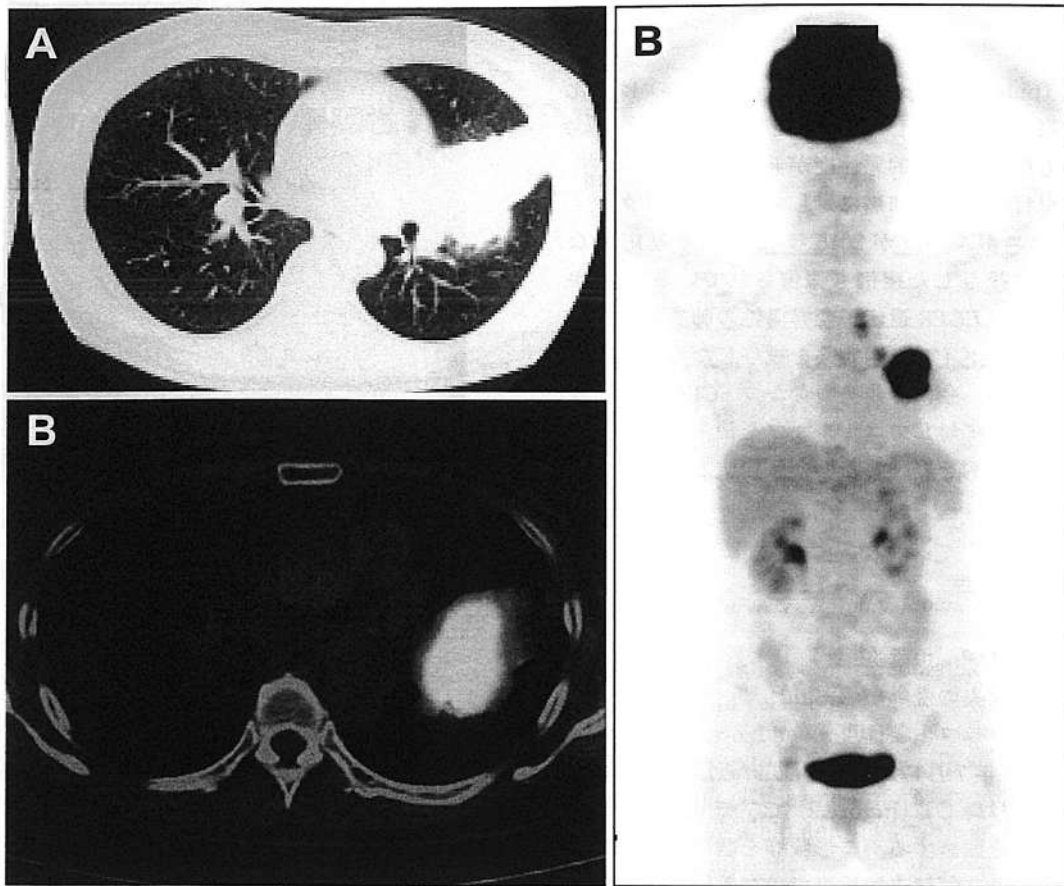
Chest CT findings (A) and FDG-PET/CT images (B) at the first presentation. The primary tumor is located in the left upper to lingular lobe with atelectasis. FDG-PET/CT images show the uptake of FDG within the primary lesion and lymph nodes of the left mediastinum and hilum.
